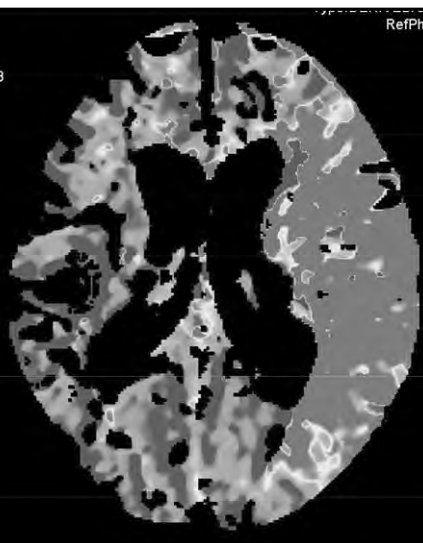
КТ головного мозга спустя сутки от момента ОНМК. Видна обширная зона ишемии левого полушария большого мозга
